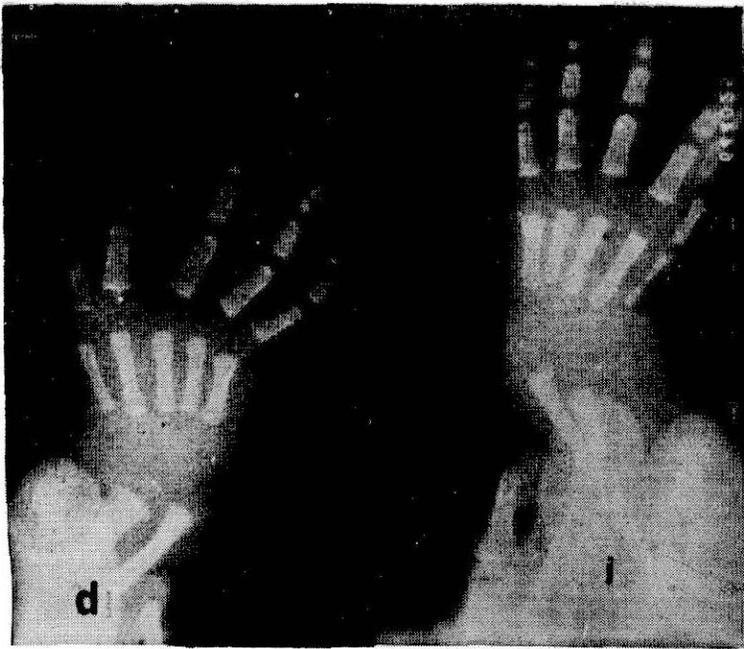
Caso 1. Radiografía de ambas manos. Obsérvese la anomalía del pulgar en mano derecha (d) y la sindactilia del cuarto y quinto dedo en la izquierda (i).
